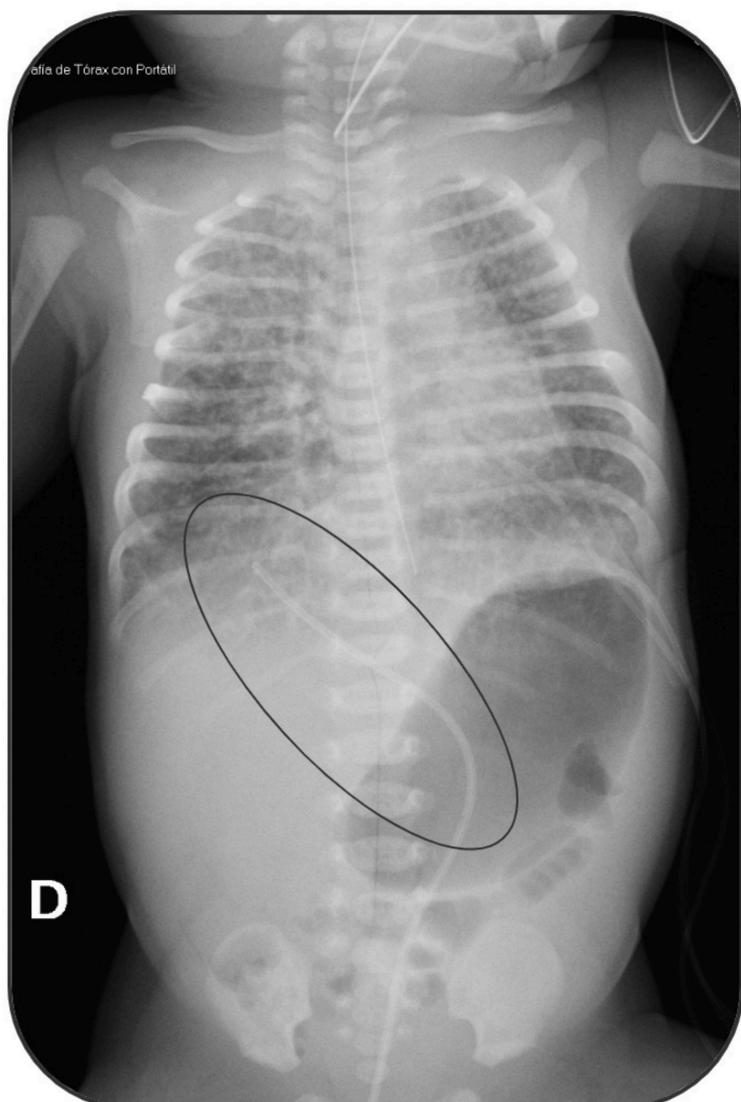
Radiografía Tx-Abd AP.
